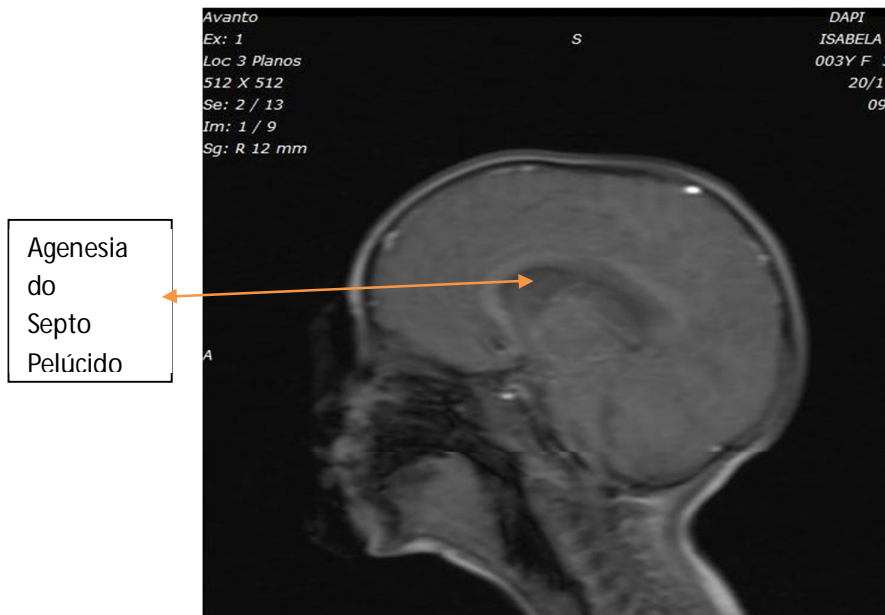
Ressonância magnética do paciente M.M.S. evidenciando agenesia do septo pelúcido, quiasma hipoplásico e esquizencefalia do lobo parietal.
